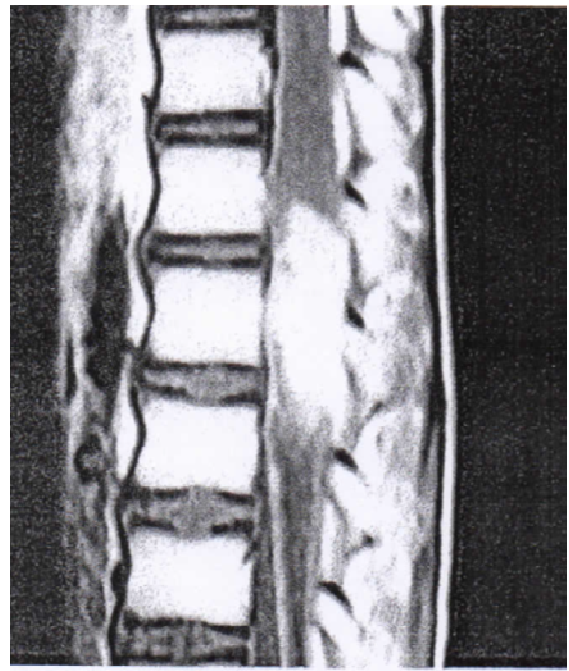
IRM dorso-lombaire en pondération T1 : lésion intra durale mal limitée.
